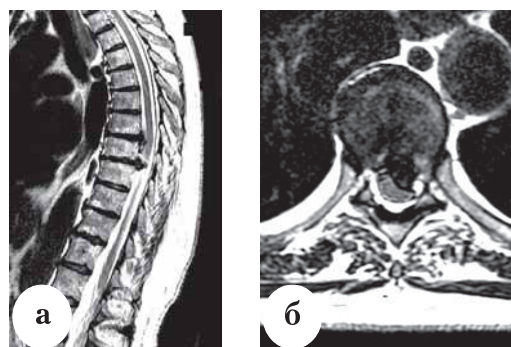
Грыжи дисков в грудном отделе позвоночника: а – сагиттальная T2-зависимая МРТ; б – аксиальная T2-зависимая МРТ
